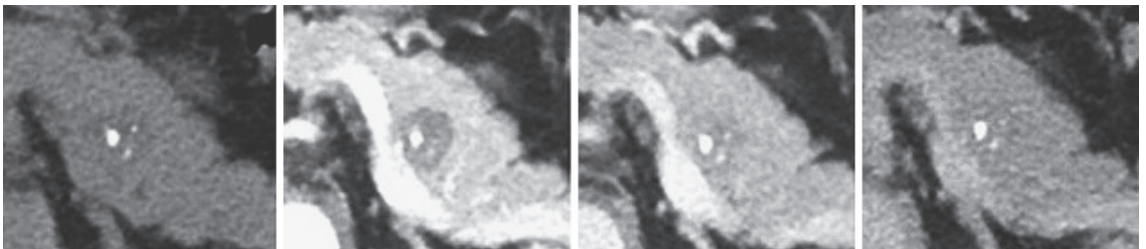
腹部 CT (dynamic study)：単純 CT で内部に石灰化がみとめられる。膵実質相では周囲より低濃度の腫瘍性病変として観察され， 門脈相から平衡相にかけて周囲膵実質と同程度に染影される。
